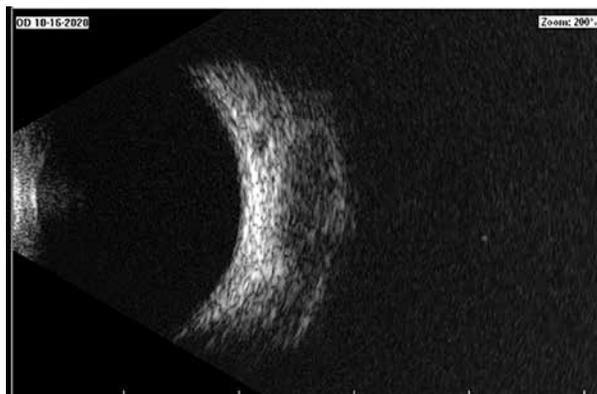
Ecografía: se observa retina aplicada y vítreo anecoico.
